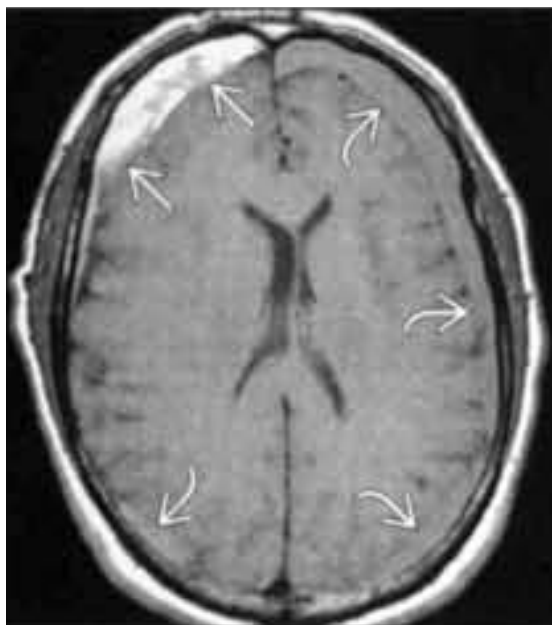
Imagem de corte axial de ressonância magnética de crânio ponderadas em T1 exemplificando hematoma subdural agudo (setas encurvadas) e hematoma subdural crônico (setas retas). Fonte: Osborn AG, Blaser SI, Salzman KL, et al: Diagnostic imaging: brain. Salt Lake City, Amirsys, 2004, pp i2-10 - i2-21¹².
